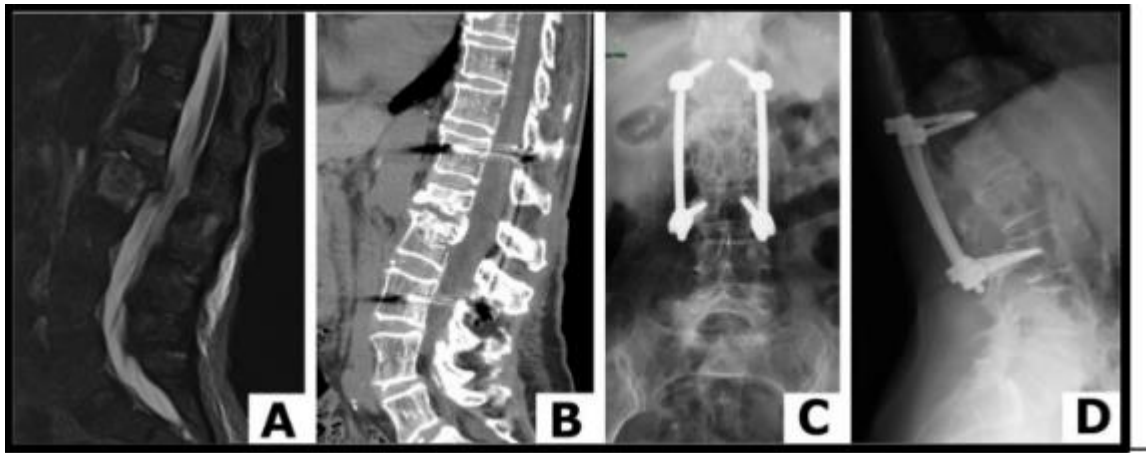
Вариант лечения спондилодисцита типа С. А – снимок в сагиттальной плоскости в режиме Т2 с подавлением жидкости, спондилодилит L1 и L2, спондилодисцит; В – КТ поясничного отдела позвоночника, сагиттальная реконструкция, костная деструкция позвонков L1 и L2, С и D – контрольные снимки после операции: транскутанной внеочаговой фиксации
